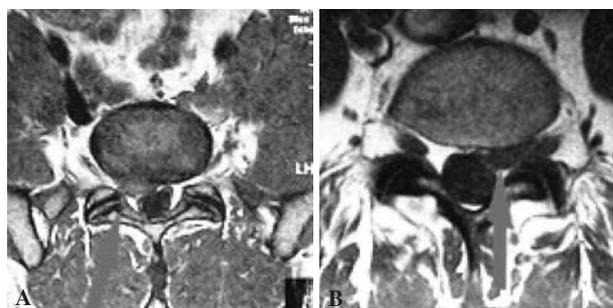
Resonancia magnética de una espondilosis asociada a hernia discal (A) y una hernia discal simple (B).
